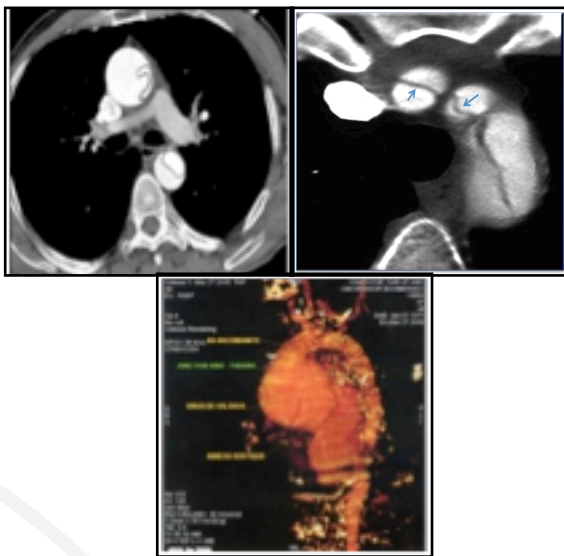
TDM (coupe transversale et Image de reconstruction).
